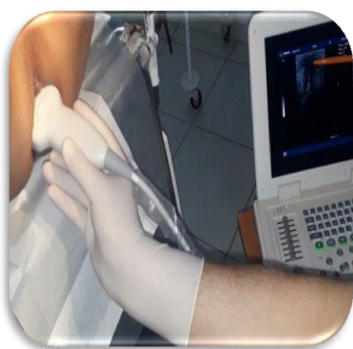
Определение локализации гнойной полости под контролем УЗИ
